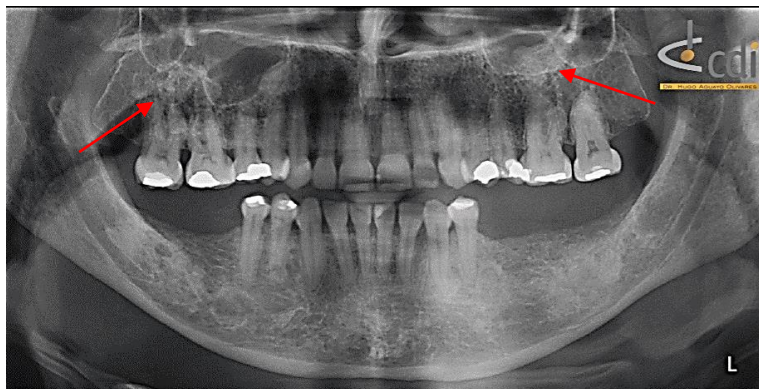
Radiografía panorámica donde se observan múltiples zonas radiopacas de bordes irregulares y límites definidos, localizados en las zonas próximas a los O.D. 16, 14, 13, 23 a 26, 34 a 45, así como en las zonas edéntulas de molares inferiores (displasia ósea florida).⁵¹
